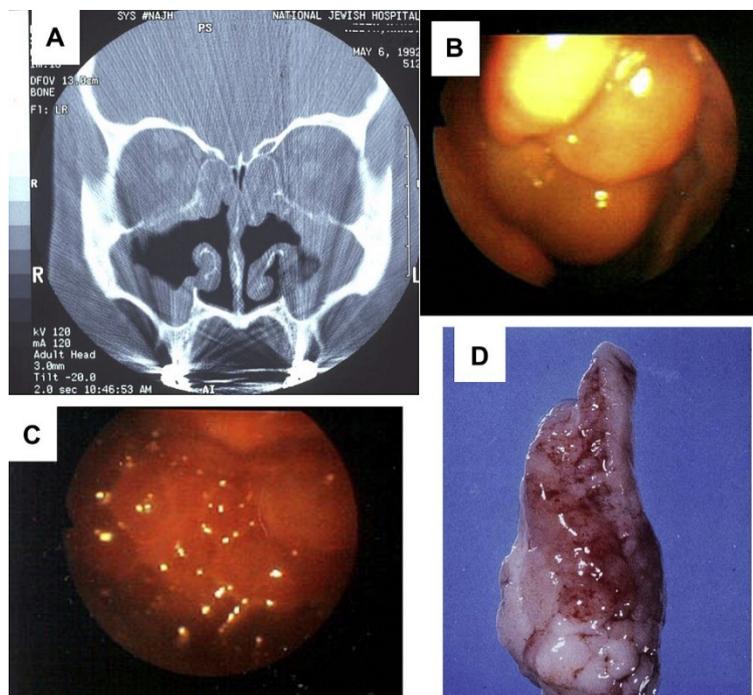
Klinische und radiologische Befunde eines Patienten mit Polyposis nasi. A: Computertomographie (CT) (koronare Schnittführung) mit ausgedehnter Verschattung im Bereich der vorderen Ethmoidalzellen und Kieferhöhlen beidseits. B: Endonasaler, endoskopischer Befund mit polypösen Gewebsmassen im mittleren Nasengang. C: Endoskopischer Befund (45° Optik) von polypöser Schleimhaut in der Kieferhöhle. D: Intraoperativer Befund polypöser Schleimhautmassen nach Entfernung aus der Kieferhöhle [2]
